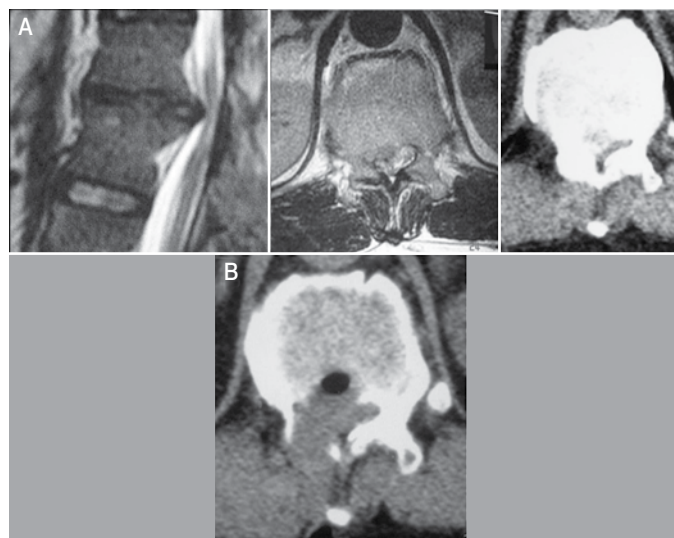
Exames pré-operatórios demonstram hérnia centrolateral calcificada, predominantemente na porção lateral. TC pós-operatória demonstra remoção completa pela via posterolateral (Paciente 1 da Tabela 1).
